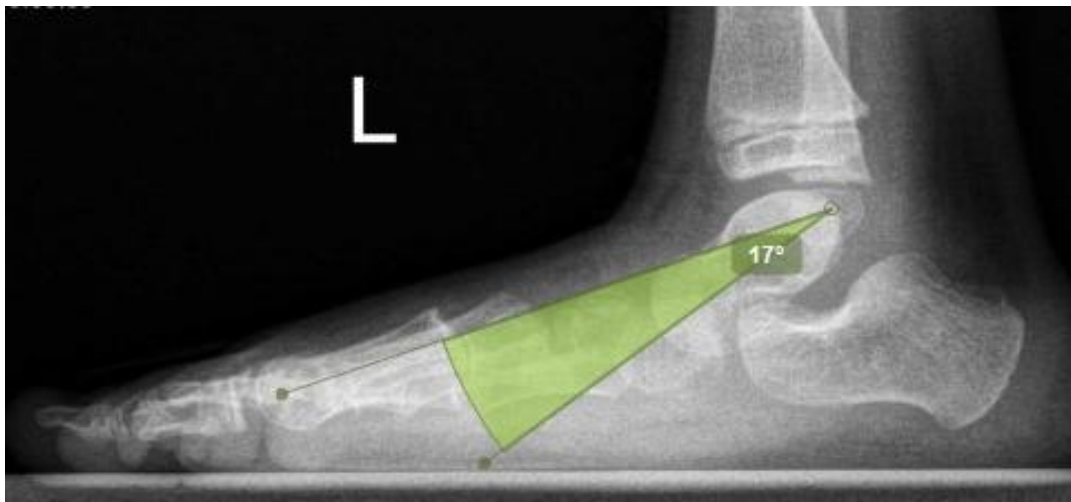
Рентгенограма лівої стопи в боковій проекції в положенні коли дитина стоїть з визначенням величини КТП (пацієнт Д., 8 років, діагноз: Вроджена лівостороння клишоногість, рецидив, іст. хв. № 581 / 2016).
